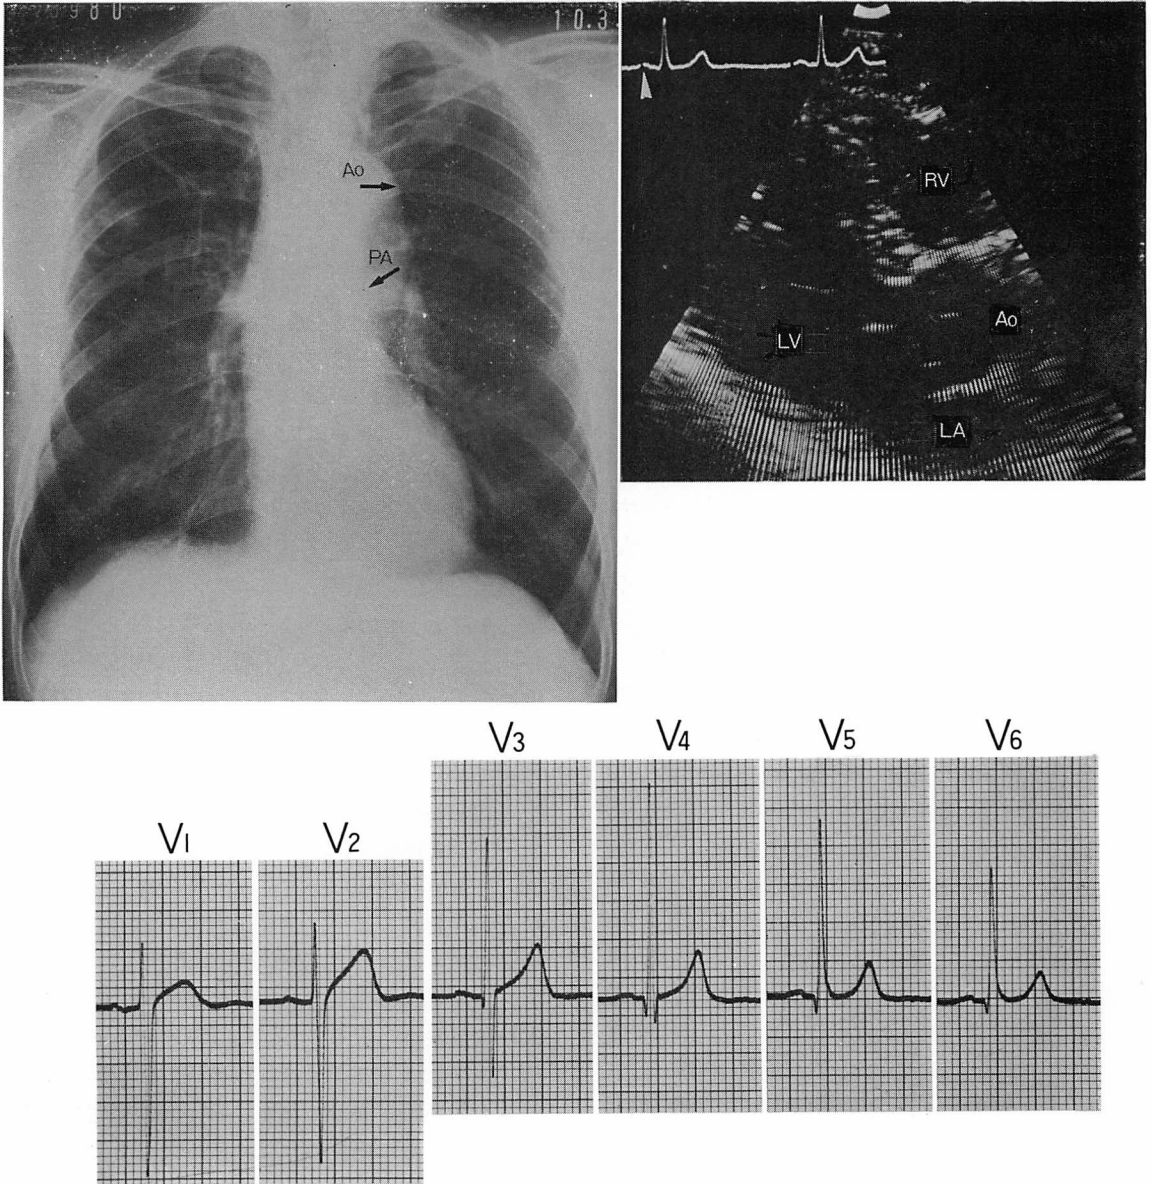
A chest radiograph, long-axis view and precordial leads of a case with counter-clockwise rotation of the heart.
